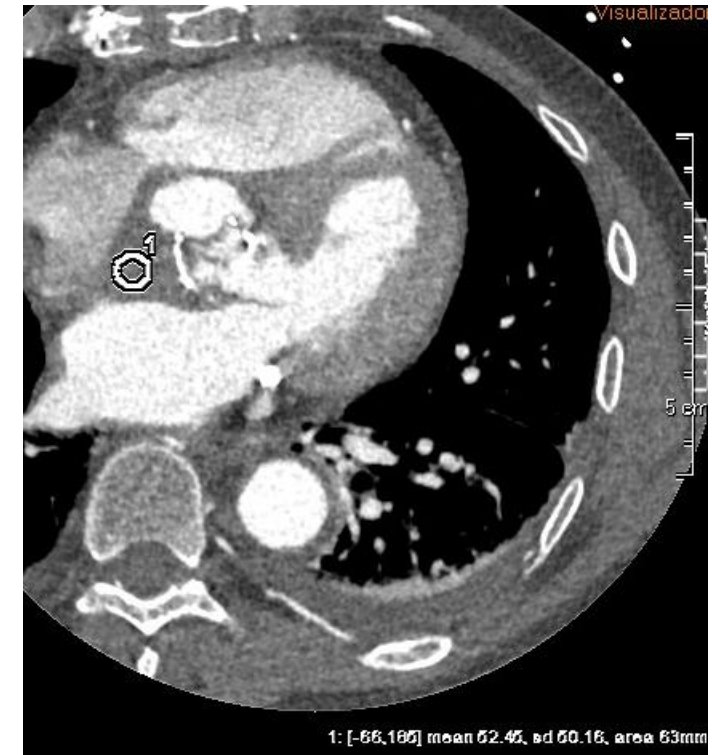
Imagen axial que muestra un aumento de partes blandas hipodenso alrededor de la válvula aórtica, sugestivo de pannus. Para diferenciarlo de una endocarditis, se recomienda la realización de un PET-TC.
